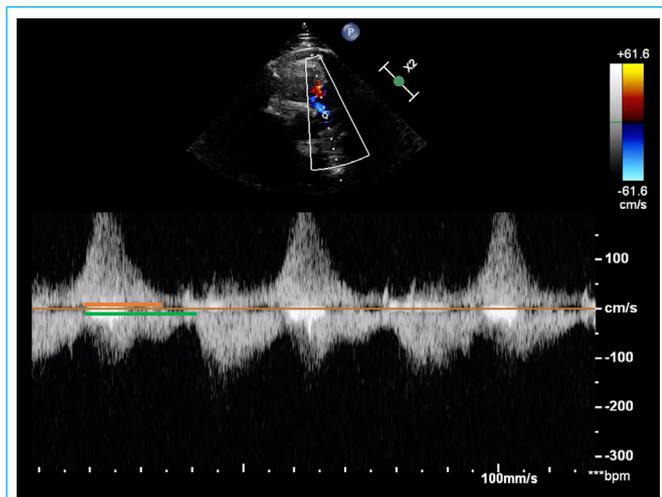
Doppler pulsado pulmonar. Índice de regurgitación pulmonar. Línea verde, tiempo diastólico. Línea naranja, tiempo de regurgitación. El índice en este paciente era menor de 0.77.
